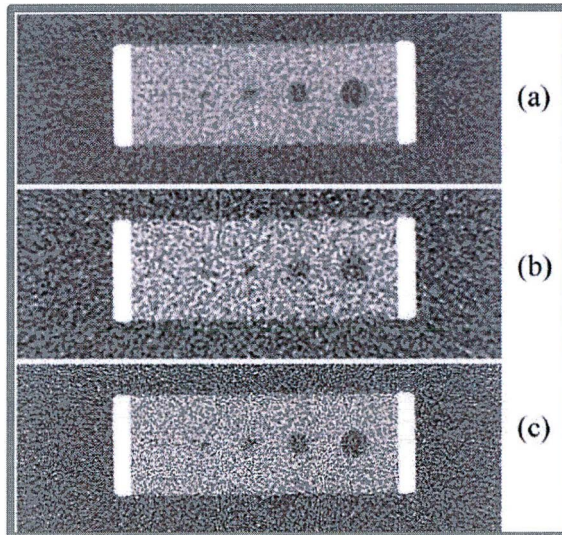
En la imagen se muestra una ilustración de los efectos del ruido para una imagen adquirida con (a) 200 mA y un algoritmo estándar, (b) 50 mA y un algoritmo estándar, y (c) 200 mA y un algoritmo de hueso. Imagen extraída de Hsieh J. *Computed Tomography, Principles, Design, Artifacts, and recent advances*. 2 Ed. Bellingham, Washington, USA, 2009
